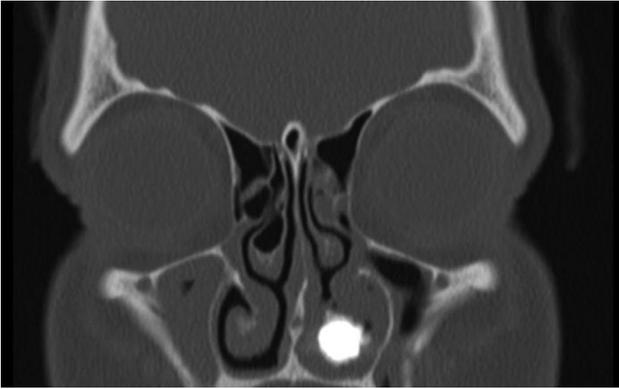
TC craneal, corte axial en el que se aprecia imagen hiperdensa compatible con rinolito en fosa nasal izquierda. Se aprecia la intensa respuesta inflamatoria de la mucosa nasal periférica al cuerpo extraño.
